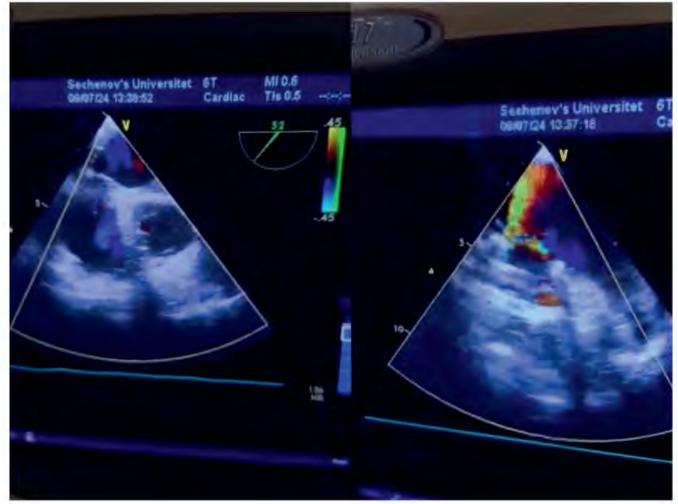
Оценка функции механических протезов по данным чреспищеводной эхокардиографии Figure 4. Assessment of mechanical prosthesis function by transesophageal echocardiography
